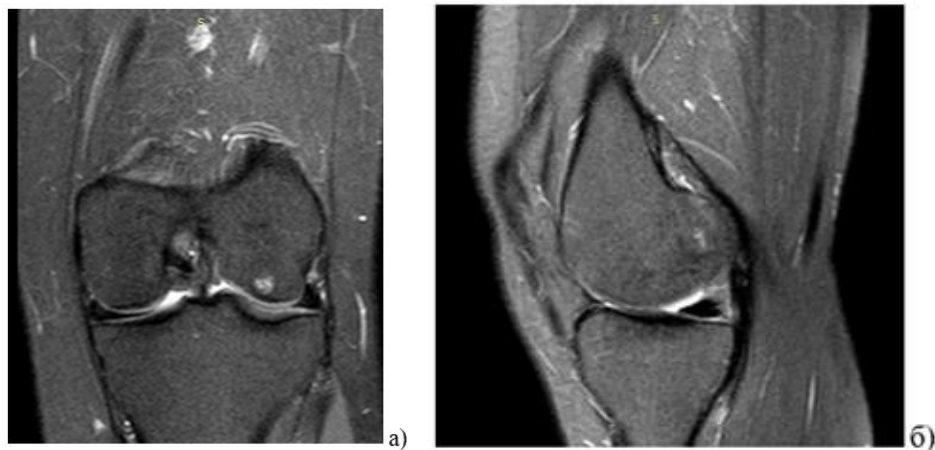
(а, б) – МРТ лівого колінного суглоба пацієнтки 34 років з асептичним некрозом латерального виростка лівої стегнової кістки, Ficat 2, через 12 місяців після лікування за допомогою регенеративних інтервенційних технологій.
